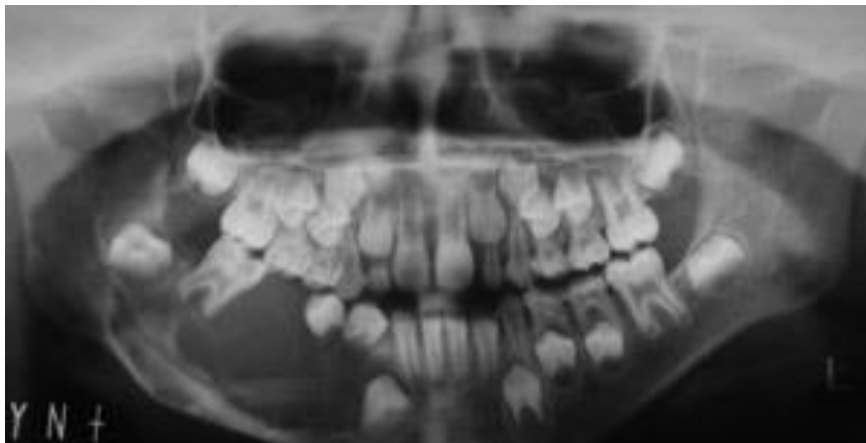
Radiografía panorámica de una lesión central de células gigantes en donde se puede observar una lesión radiolúcida de gran tamaño con reabsorción de las raíces de los molares inferiores temporales de lado derecho. <sup>6</sup>
